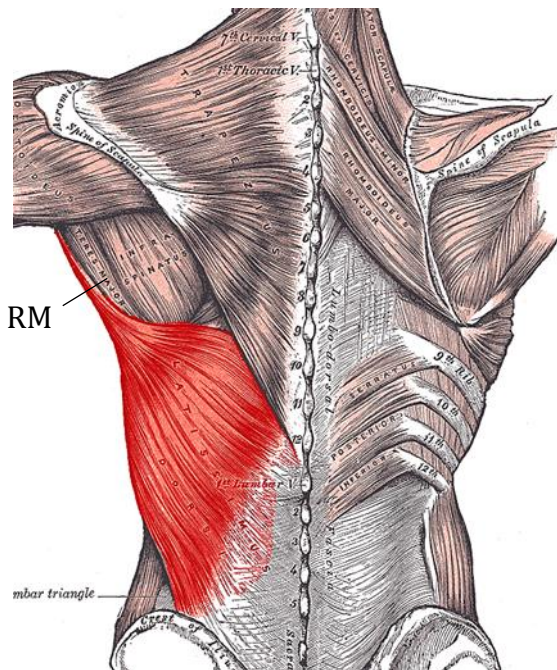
Visión posterior del músculo dorsal ancho y redondo mayor (RM)
